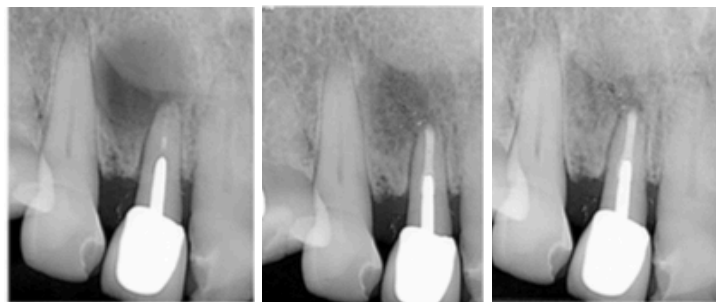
Radiografia pré-operatória, pós-operatória imediata e com 1 ano de follow up (Adaptado de Debelian et al., 2016)
